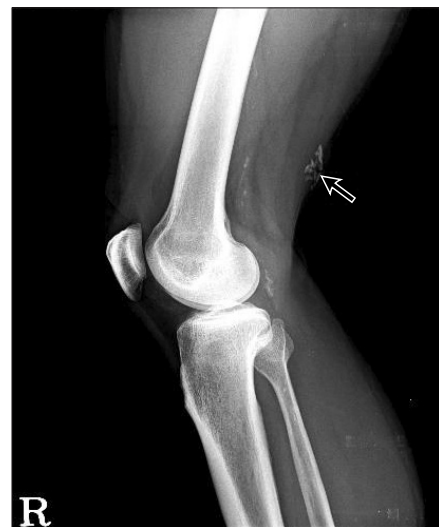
Lateral radiograph of right knee show calcified lesion (arrow) on posterior area of distal femur.
